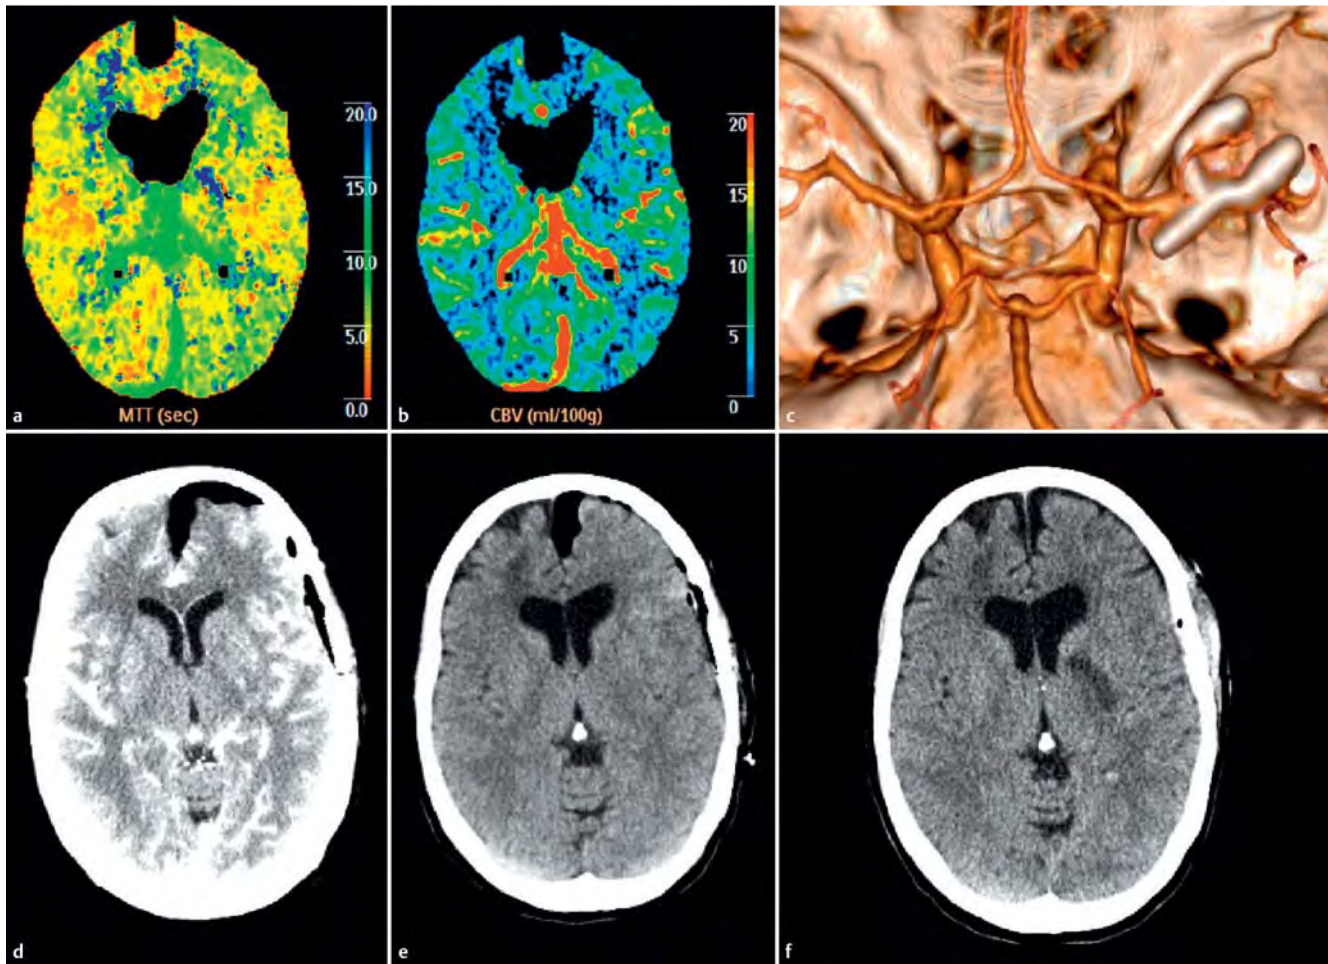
Perforator-Infarkt: Frau, 53 Jahre; Klinik: Hemiplegie rechts nach Aneurysma-Clipping der linken A. cerebri media (ACM). a MTT: MTT-Verlängerung. b CBV-Minderung der Capsula interna links durch Verschluss einer Perforator-Arterie aus dem Mediahauptstamm. c CTA (3D-SSD): 2 Clips am M1-Segment der ACM links, erhaltene Kontrastierung der Mediaäste. d CTA-Quellbilder: keine Läsion zu erkennen. e CCT nativ: keine Läsion zu erkennen. f Im Verlauf CCT nativ: Demarkierung eines Infarkts der Capsula interna im Areal der Perfusionsminderung.
